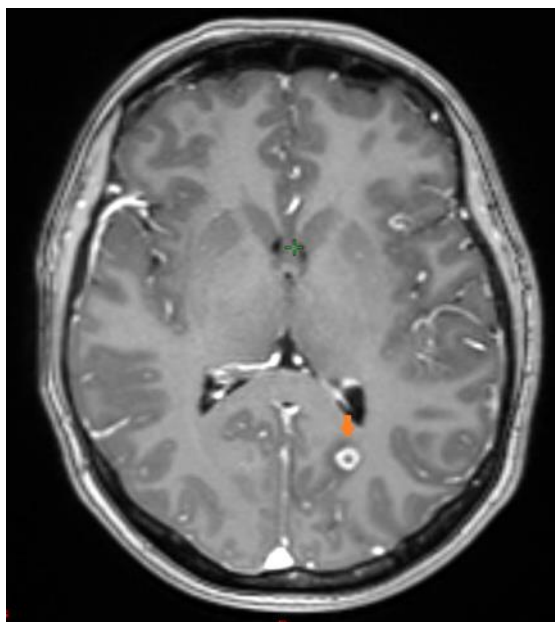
Imagen de resonancia magnética, T1+ gadolinio vista axial. La flecha naranja muestra una lesión de 6 mm en región occipital izquierda, con postcontraste realce periférico acompañada de edema perilesional.
